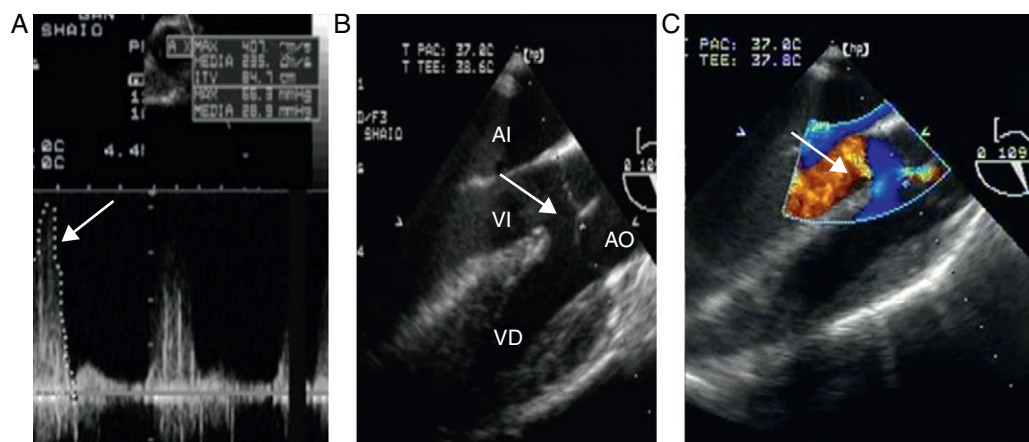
Precorrección. A) Doppler continuo del tracto de salida del ventrículo derecho (TSVD) con gradientes pico de 66 mmHg y medio de 29 mmHg en un transgástrico profundo del ventrículo derecho (Deep TG RV); la flecha señala el gradiente pico. B) El eje largo de la válvula aórtica en el esófago medio (ME AV LAX) muestra las características clásicas de la tetralogía de Fallot: aorta cabalgante y comunicación interventricular (CIV) amplia; la flecha señala la CIV. C) El doppler color de la vista previa demuestra un cortocircuito de derecha a izquierda; la flecha señala el trastorno de flujo. AI: aurícula izquierda; AO: aorta; VD: ventrículo derecho; VI: ventrículo izquierdo.
